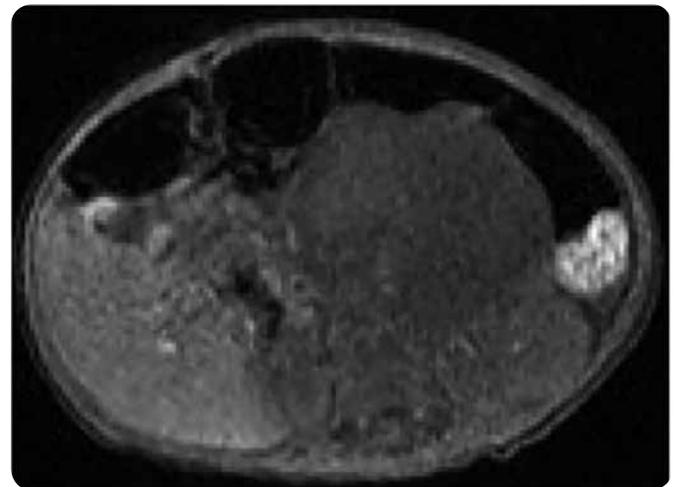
RM abdominal, secuencia con información T1 simple axial: masa localizada en el mesenterio, ovalada, de baja señal, y contornos bien definidos.
